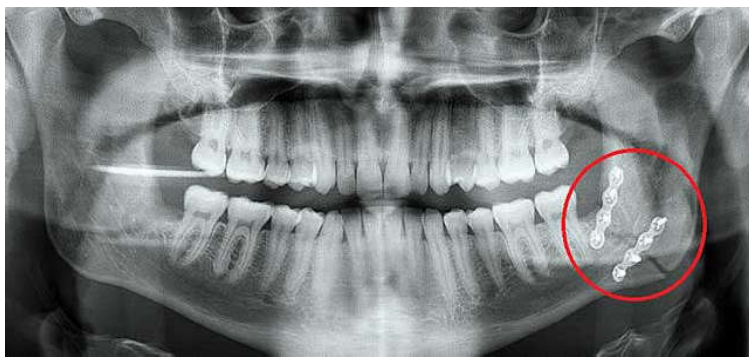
Ортопантомограмма с переломом нижней челюсти в области угла, полученном в результате удаления третьего моляра нижней челюсти
